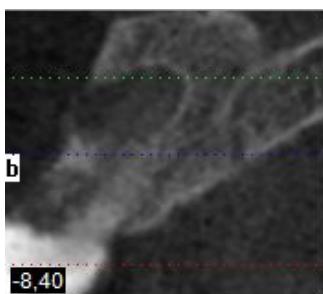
Lesão periapical, dente 11.
